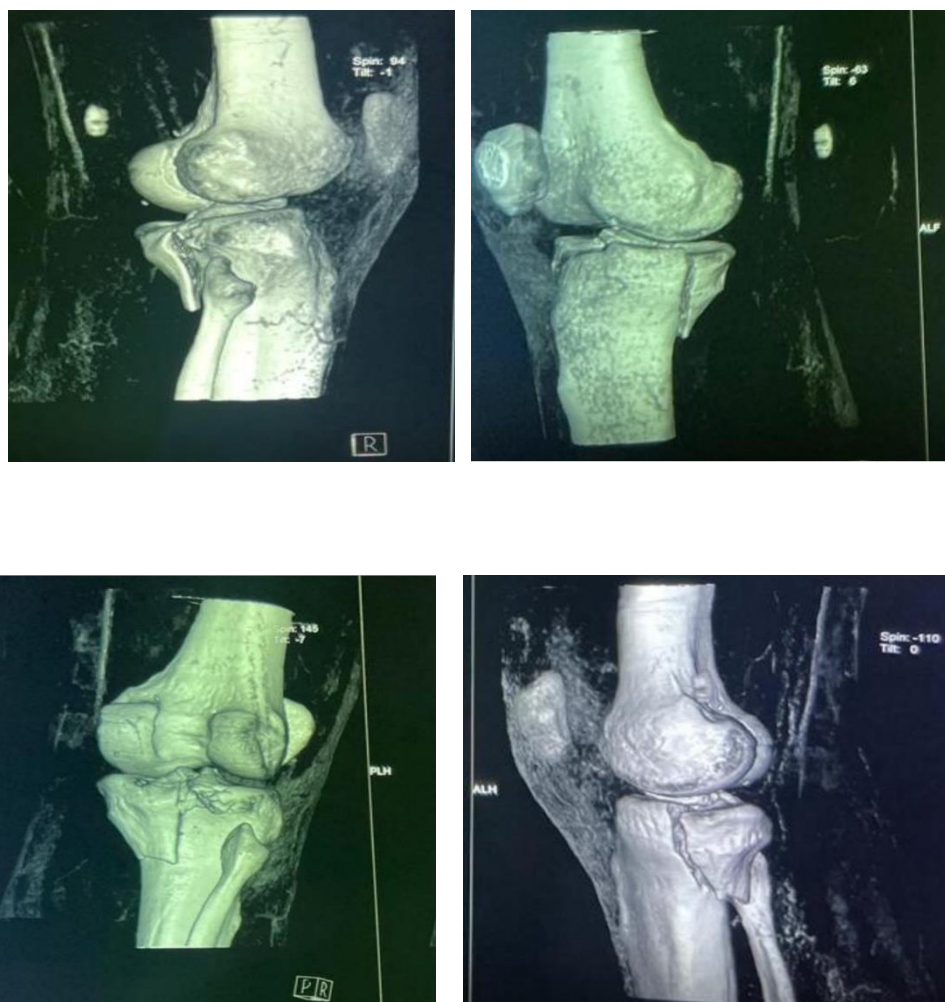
TDM en reconstruction 3D objectivant une fracture séparation du plateau tibial interne et externe classée stade IV A-PM et IV AL de Schatzker modifiée.
